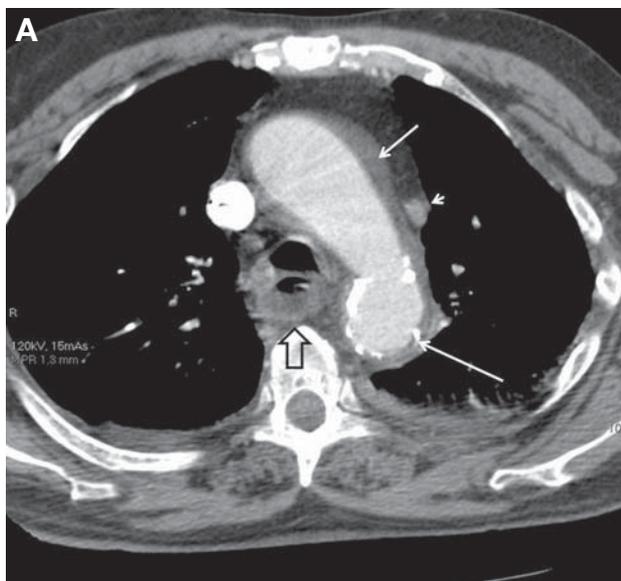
Tomografía computarizada torácica. A: axial; hematoma intramural aórtico (flecha corta) identificado por la calcificación intimal (flecha larga), vena cava superior izquierda persistente (punta de flecha), y hematoma submucoso en la pared posterior del esófago (flecha hueca). B: reconstrucción coronal; imagen sacular hiperdensa sobresaliendo del margen derecho de la pared aórtica correspondiente a úlcera penetrante aórtica, extravasación del contraste por perforación (flecha corta), aumento de densidad paraaórtica en relación con hemomediastino (flechas largas), e hipodensidades milimétricas en el interior del hemomediastino originadas por burbujas de aire (puntas de flecha).
